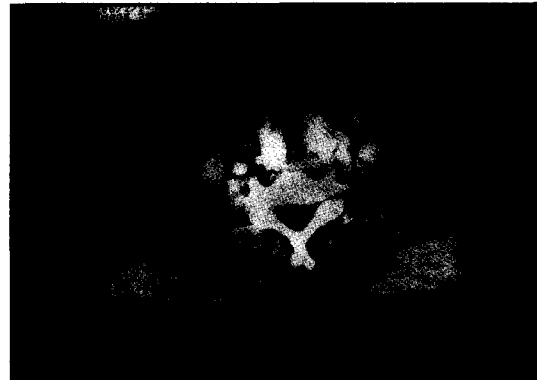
Axial CT scan of neck shows subcutaneous emphysema, fracture line at midline and lateral 1/3 of thyroid cartilage.
